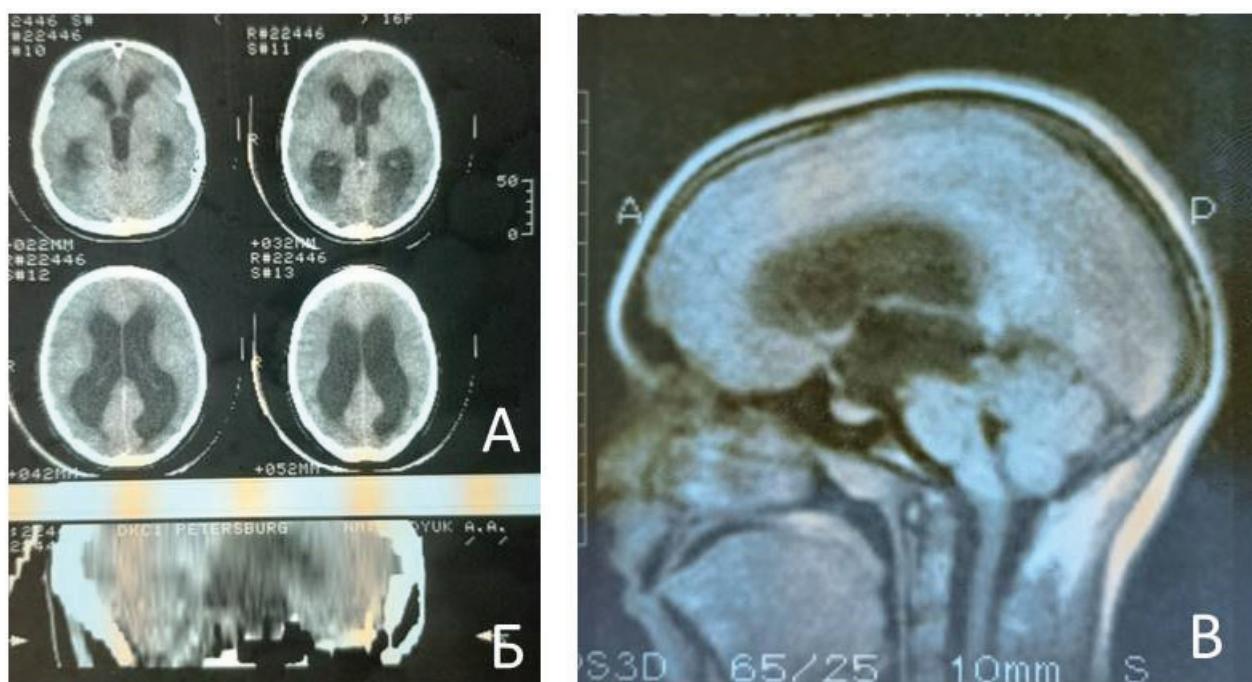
СКТ и МРТ головного мозга в 1995 г.: *а* – аксиальные; *б* – коронарная; *в* – сагиттальная проекции. Форма и размеры желудочков пациентки в 1995 г. аналогичны таковым в 2018 г.
